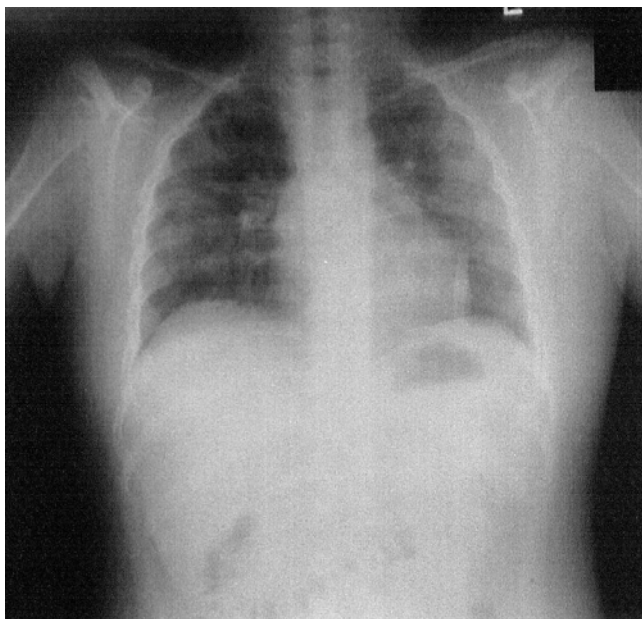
Chest X-ray shows diffuse ground glass opacity in both lung on admission.
